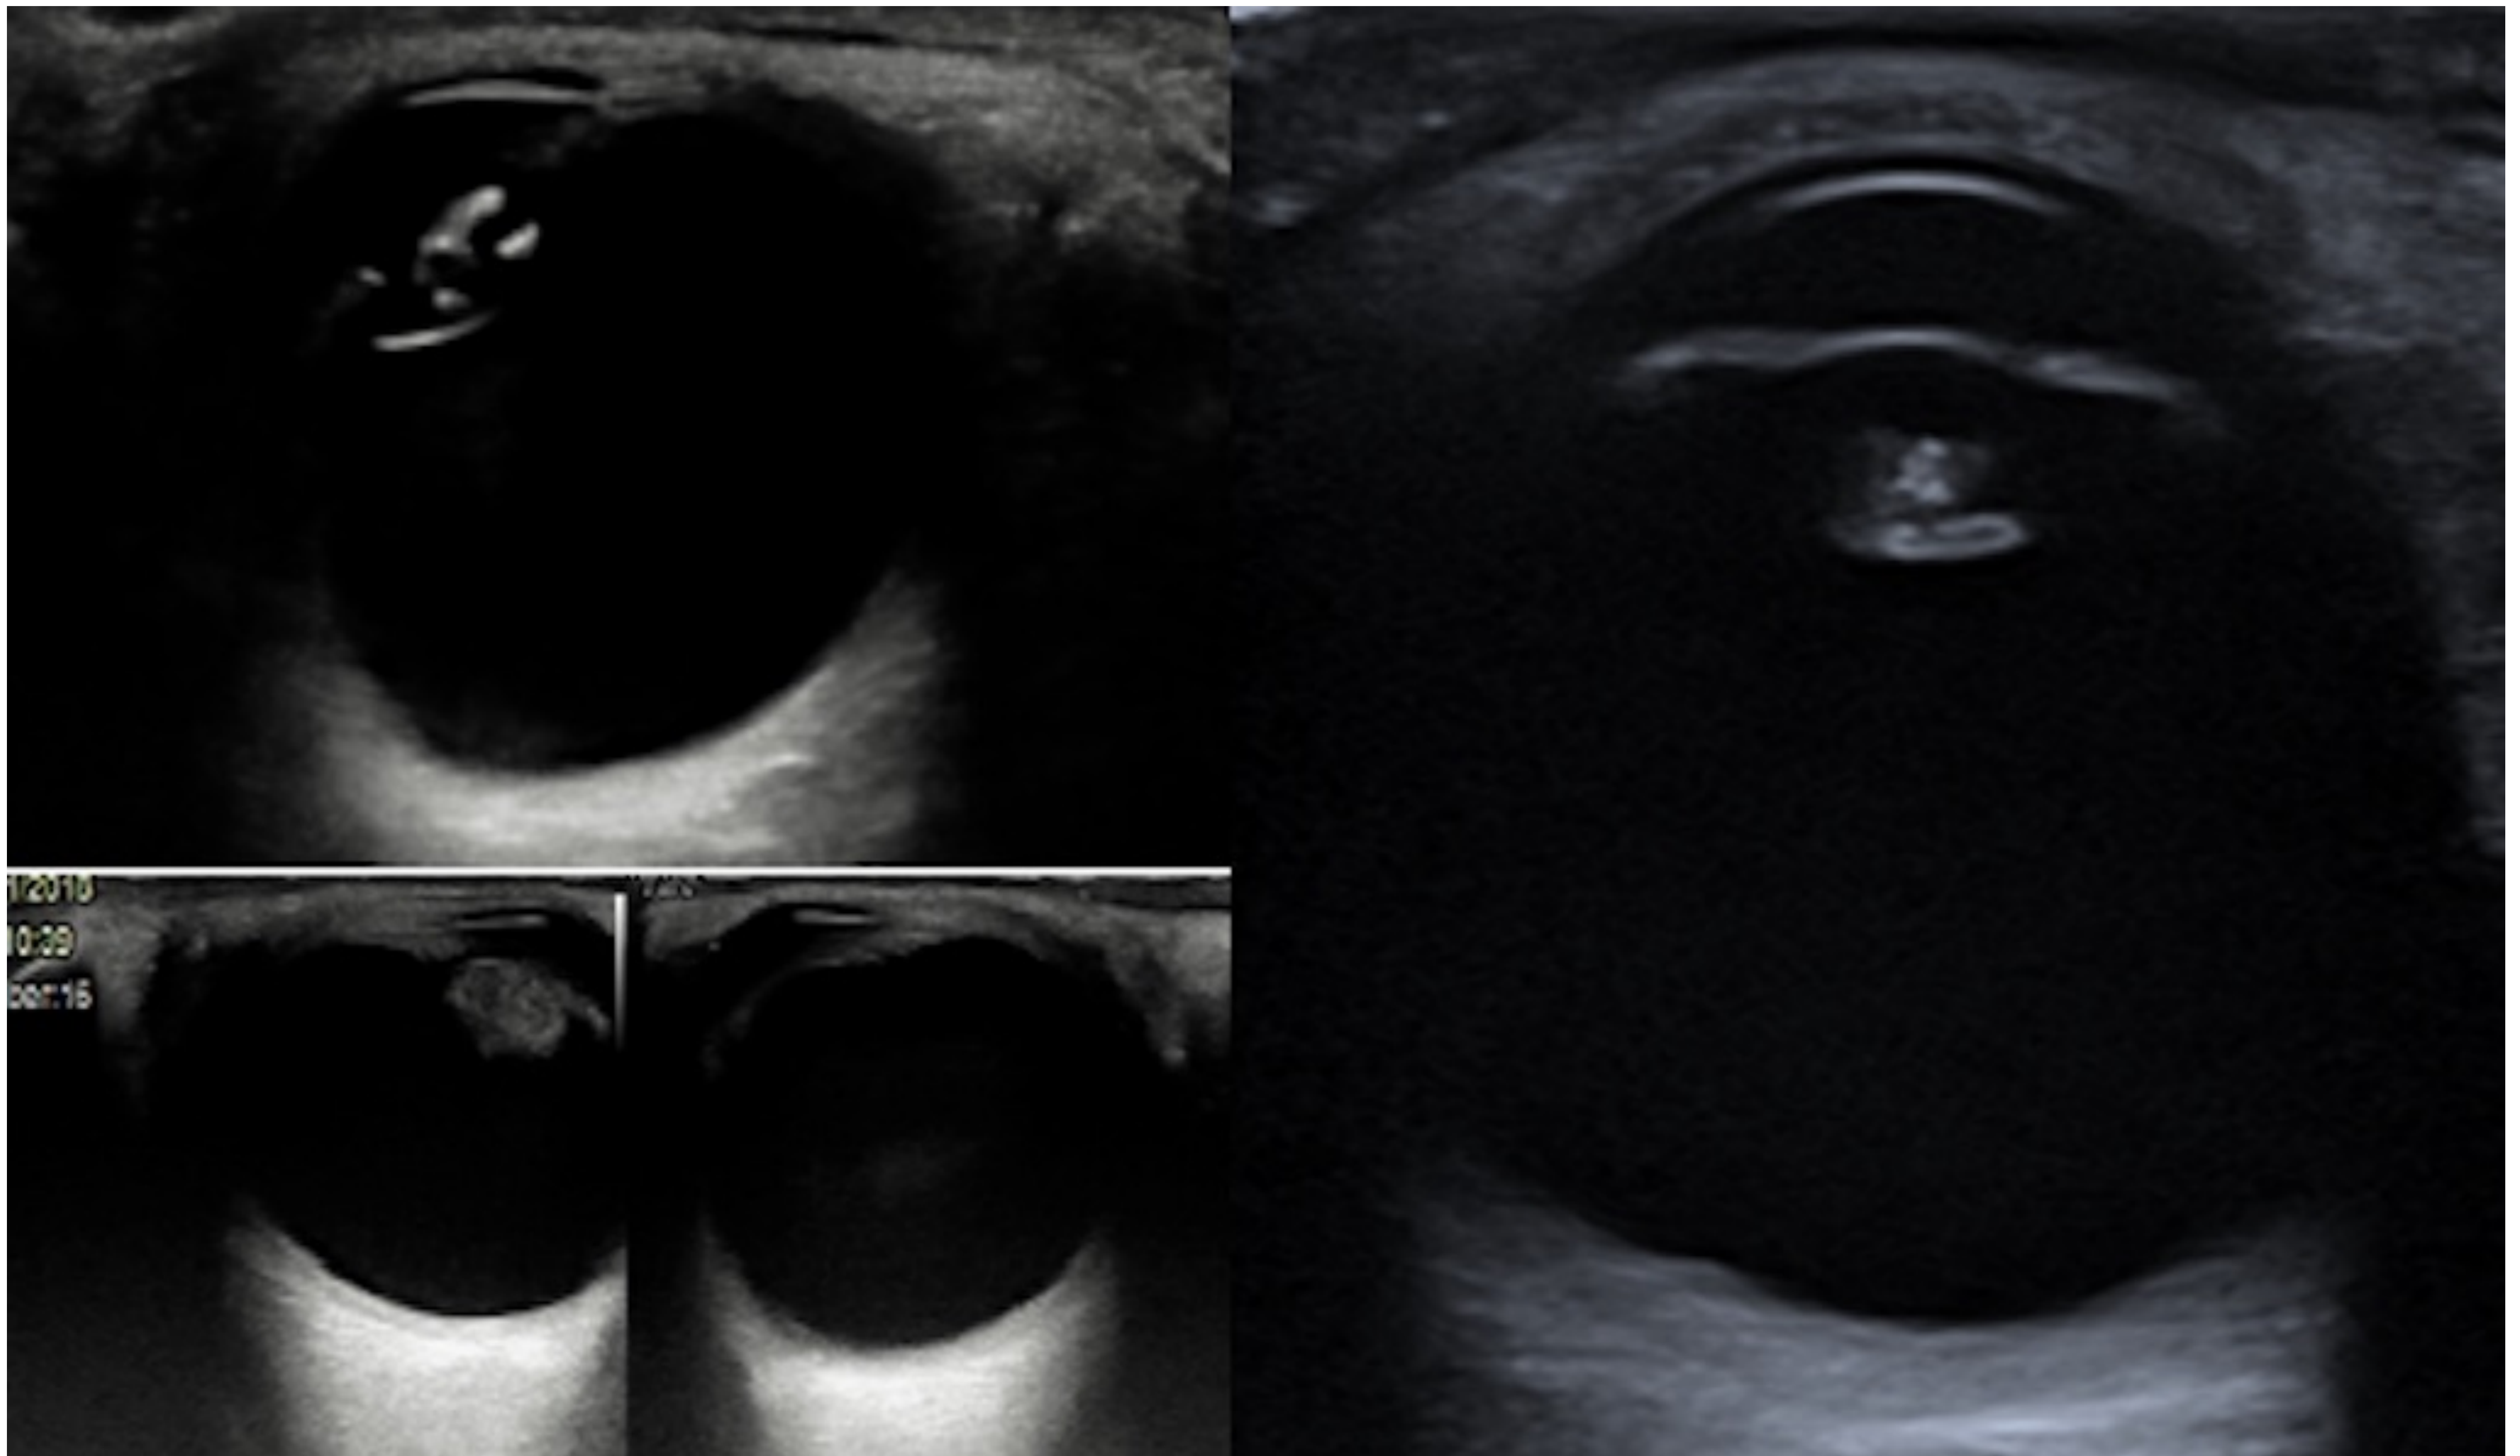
Cataratas: Opacidad del cristalino, situación en la cual el examen oftalmoscópico está limitado y la ecografía es especialmente útil.
